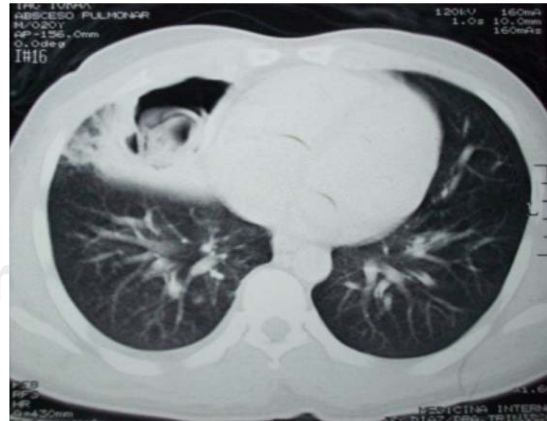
Caso 1. Tomografía axial computada. Lesión cavitada en lóbulo medio con membrana "colapsada"; signo de lirio acuático.
